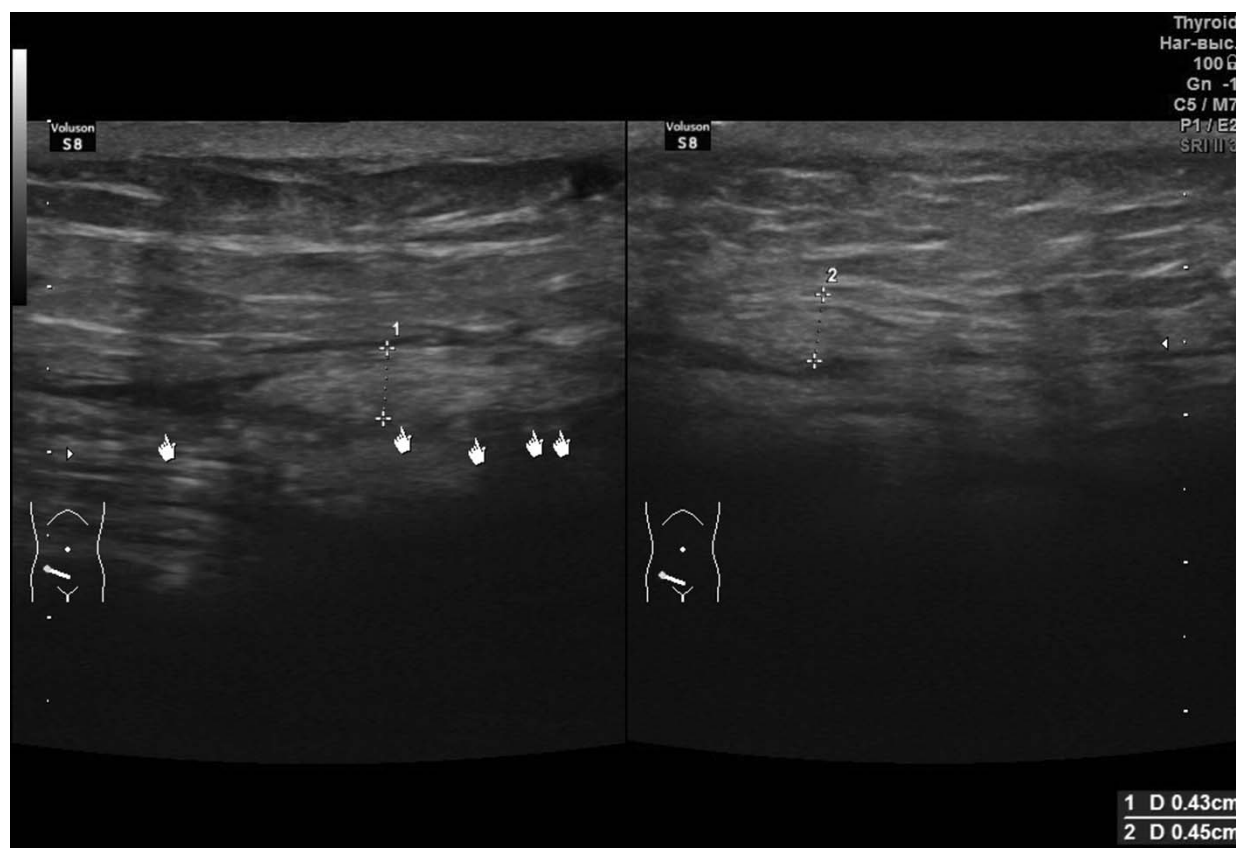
УЗИ на пятые сутки после операции. Серомы вокруг сетки нет. Маркерами отмечена синтетическая сетка на фоне минимального отека, а курсорами — неизменный семенной канатик
